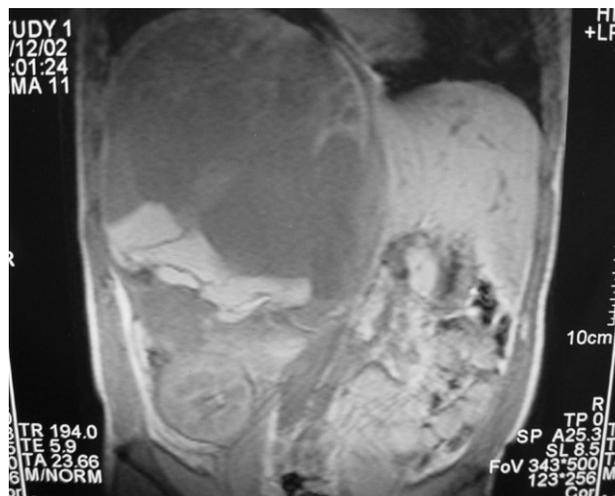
Resonancia magnética que muestra una gran masa multiseptada de densidad heterogénea que desplaza las estructuras vecinas.
